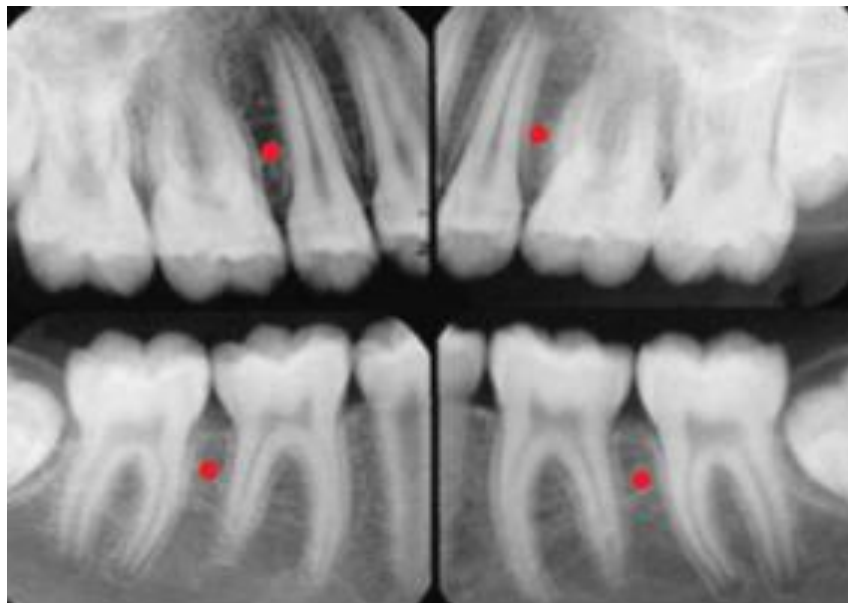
Radiografias periapicais com orientação para a instalação de mini-implantes entre segundos pré-molares e primeiros molares no arco superior e entre primeiros e segundos molares no arco inferior. (Fonte: ARAÚJO et al., 2006).
